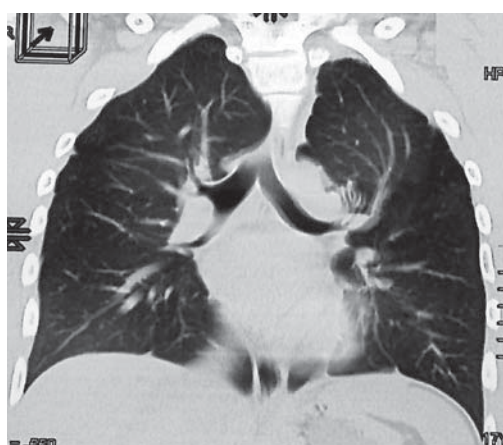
Child M*. was submitted to toracotomy, upper left lobectomy at 1 month of age. Computer tomography 17 years later. Pulmonary pattern doesn't attest any pathological changes in the lung.
